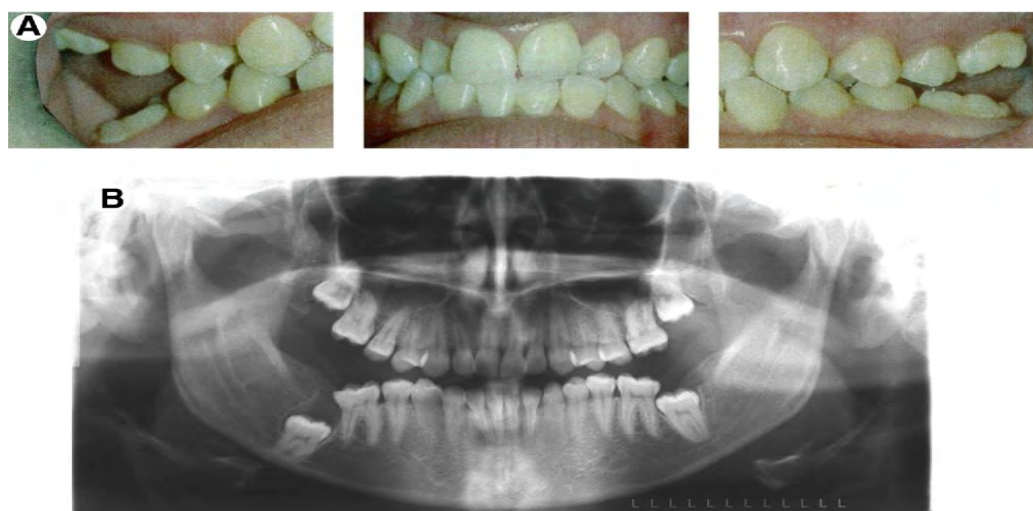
A- Photographies intrabuccales de face et de profil d'un patient souffrant d'un DPE et présentant des béances latérales postérieures B- Orthopantomogramme (Frazier-Bowers, 2010).
